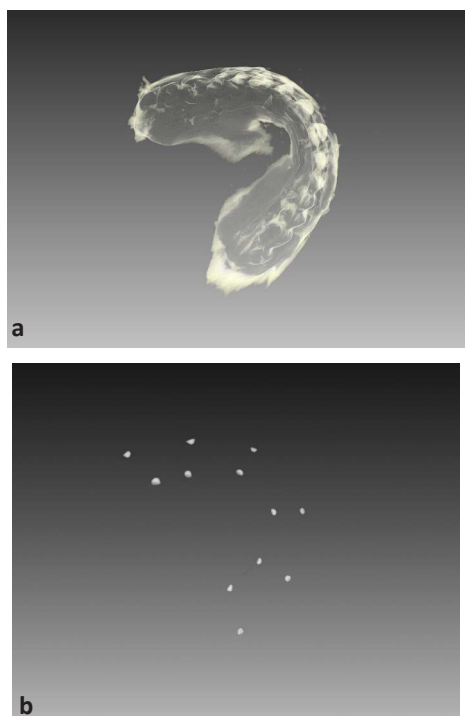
Obraz CBCT z obecną protezą ze znacznikami w jamie ustnej pacjenta. a) Punkty referencyjne na powierzchni przedśionkowej protezy; b) punkty na powierzchni podniebiennej
